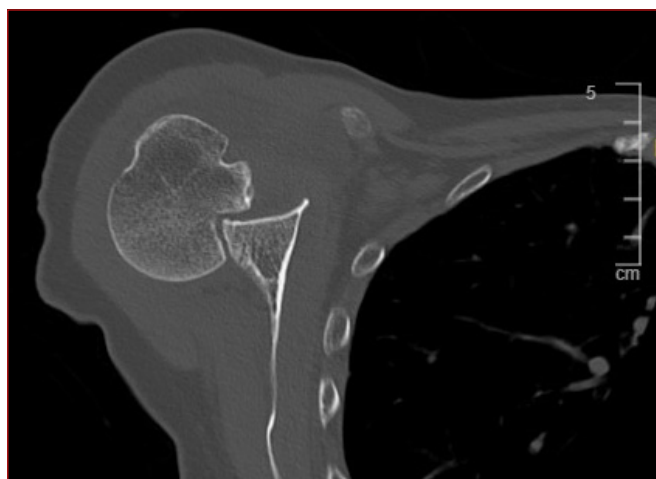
TC lesión Off track.
